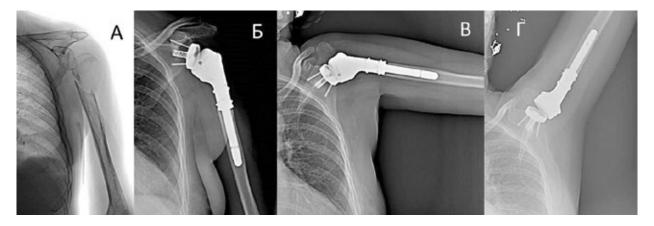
A – Рентгенограмма, плечевой кости до операции (солитарный метастаз рака почки в проксимальный отдел плечевой кости); Б-Г – Рентгенограммы через месяц после операции
